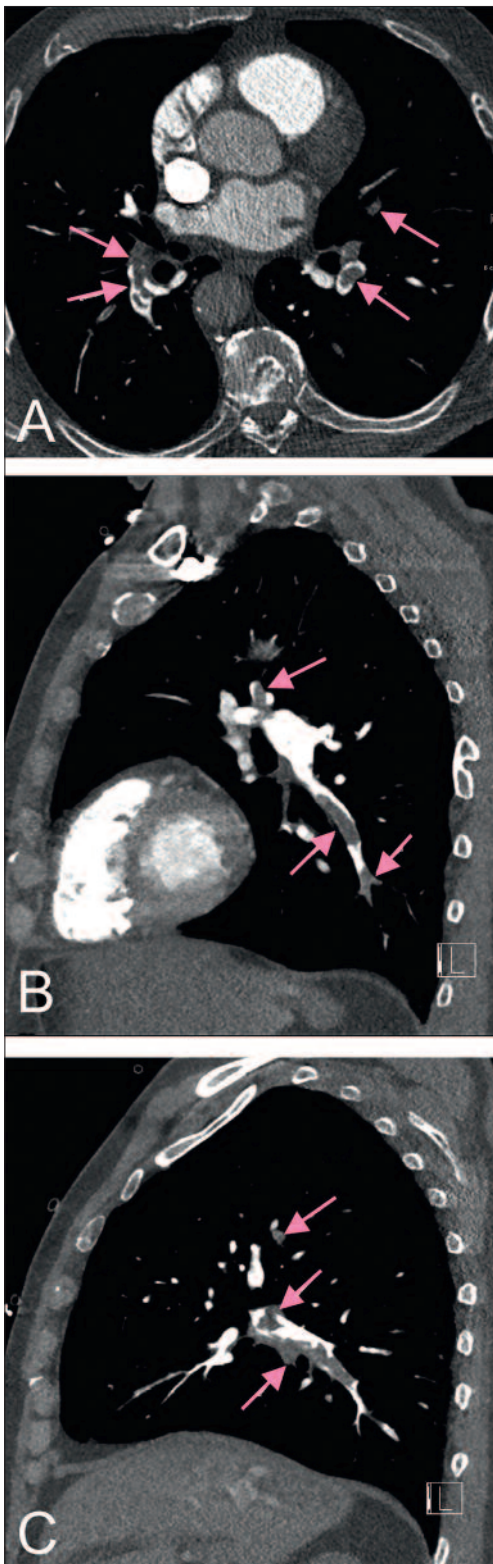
Lungenembolien (s. Pfeile) im CT (A: koronarer Schnitt; B: links sagittal; C: rechts sagittal)
